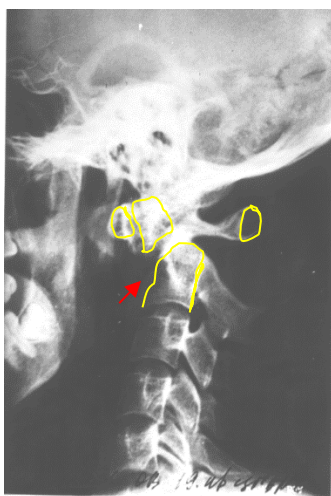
Рентгенограмма больного М., 53 лет, при поступлении в боковой проекции (стрелкой указан перелом зубовидного отростка 2-го шейного позвонка)
